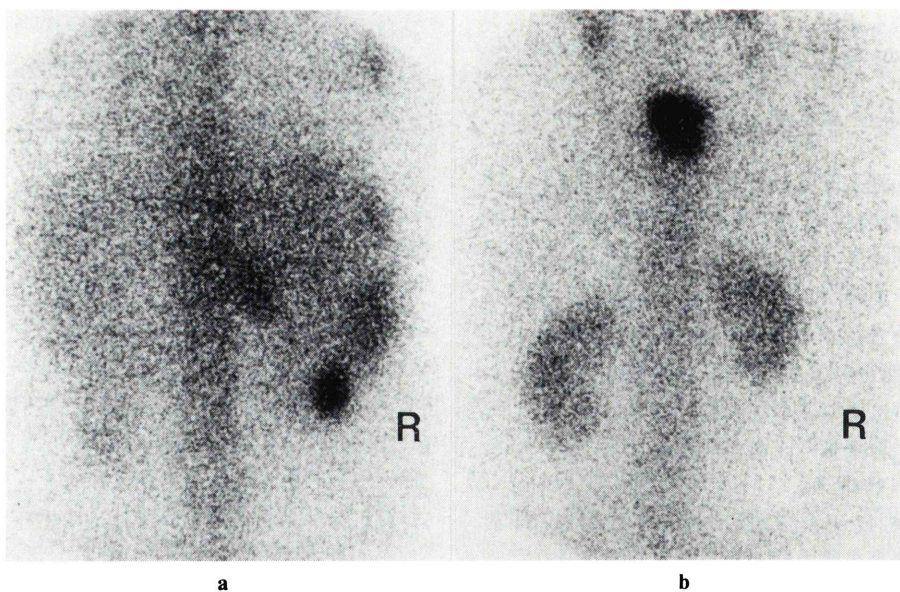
Case 2. 57 year-old-female with malignant lymphoma. a: ^{67}Ga scintigraphy in October 1988. b: ^{67}Ga scintigraphy in November 1989.
